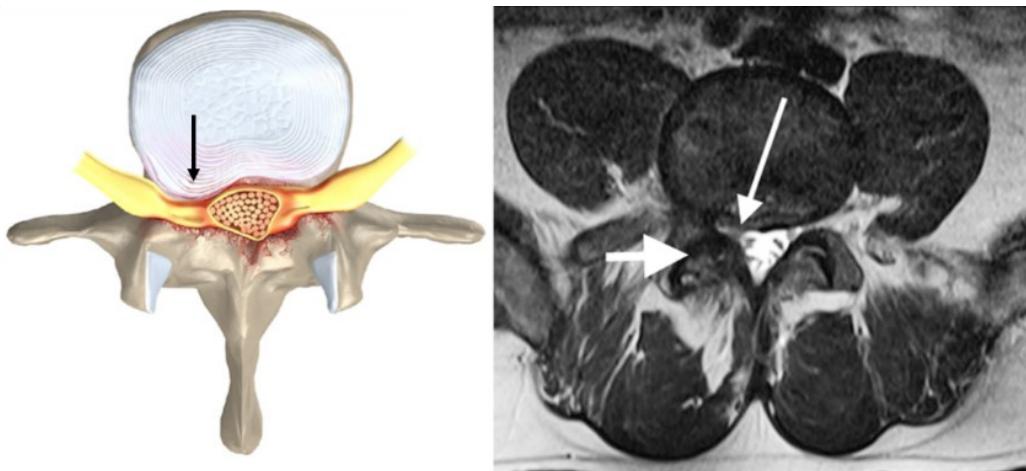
Représentation et IRM d'une sténose du récessus latéral
